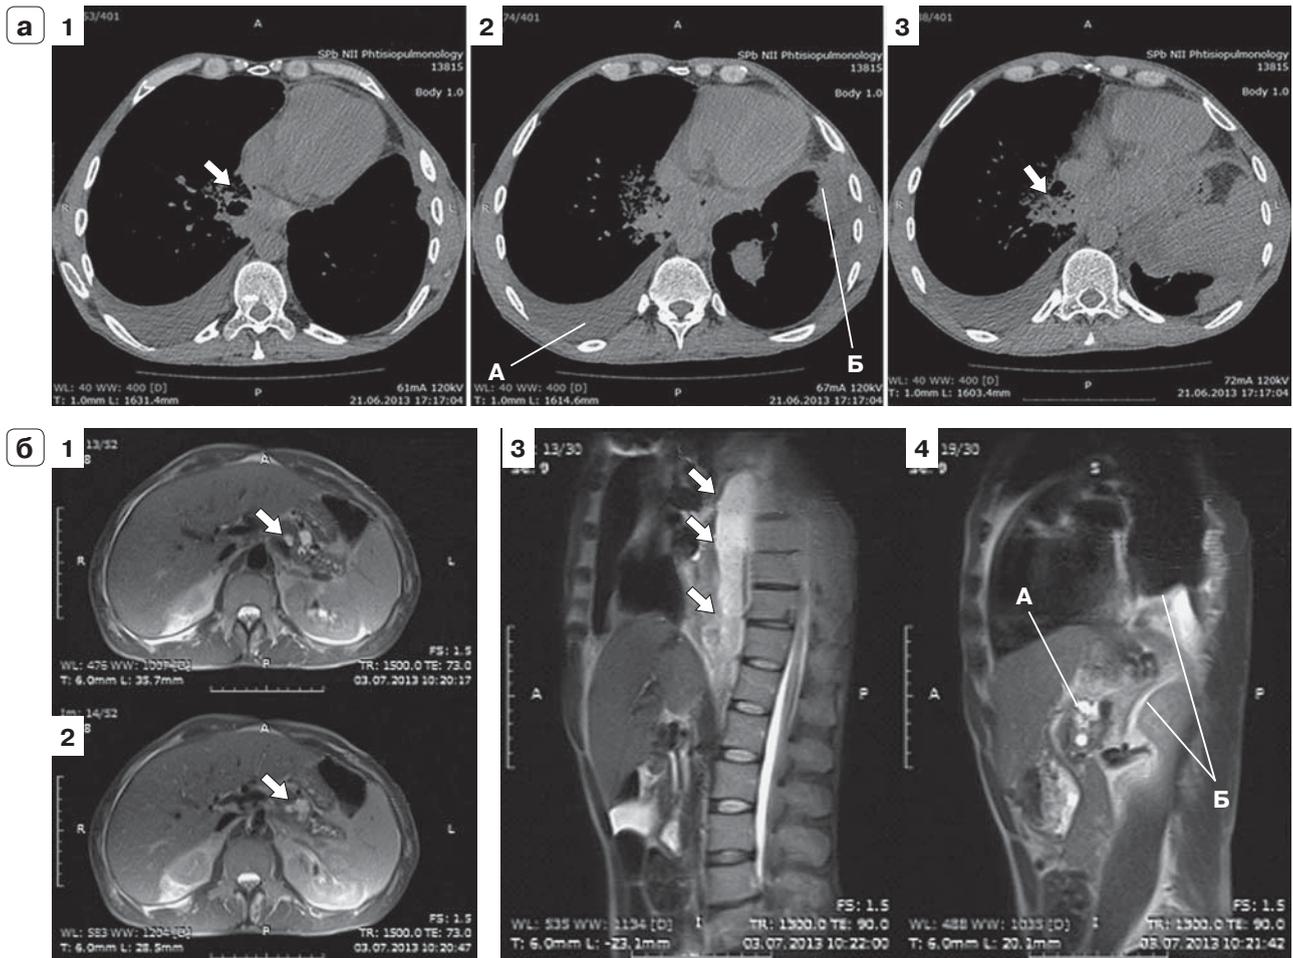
СКТ грудной клетки (а) и МРТ груди и живота (б) больного М.
